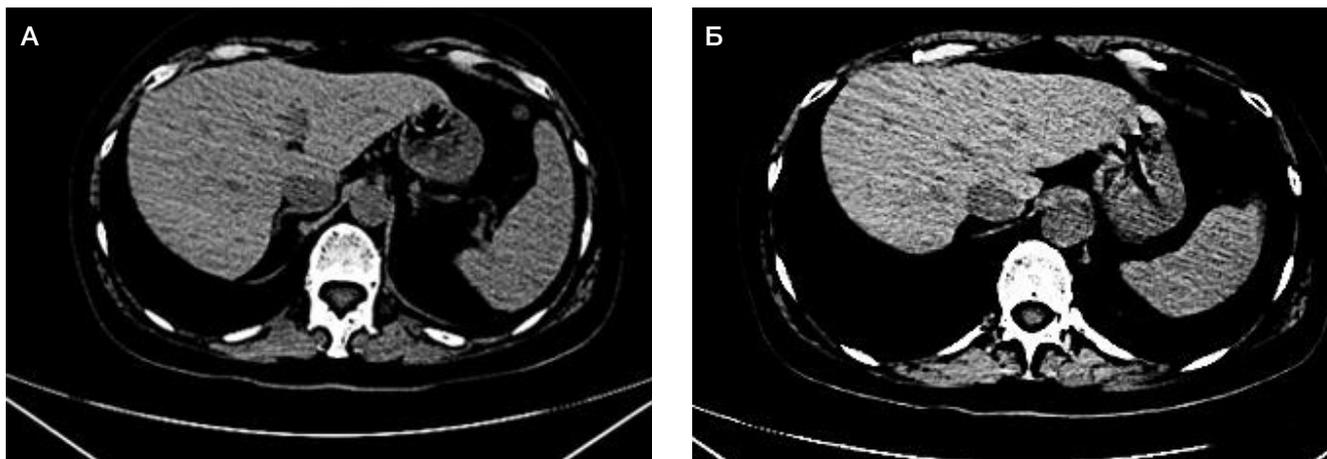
А, Б. Компьютерная томография брюшной полости от 26.09.2022. В обеих долях печени множественные метастатические очаги до 2,1 см (без динамики с 18.07.2022)
